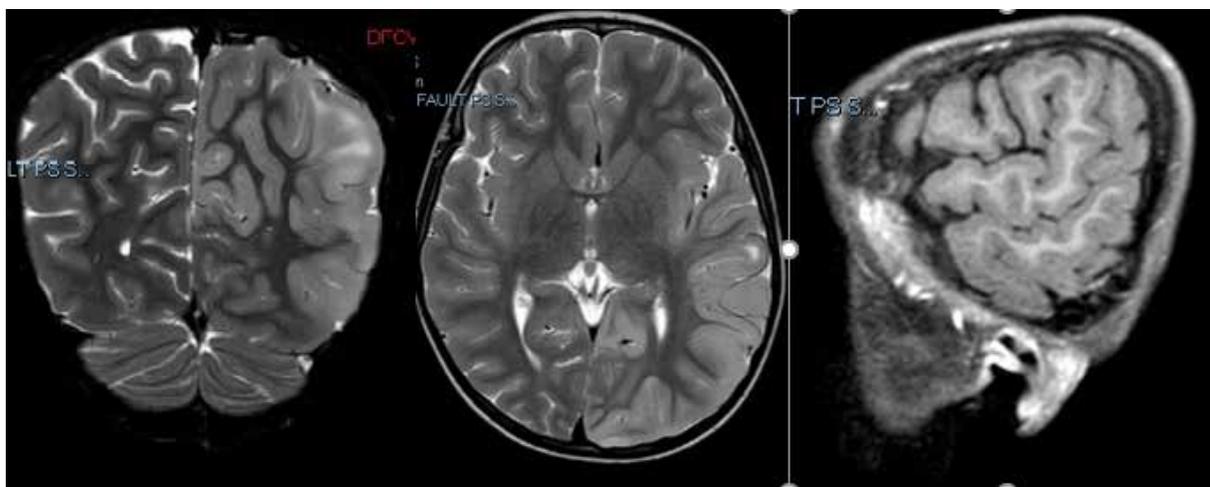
Рисунок – МРТ-исследование головного мозга пациента М. в режимах Cor T2-ВИ, Ax, T2-ВИ, Sag, T1-ВИ
